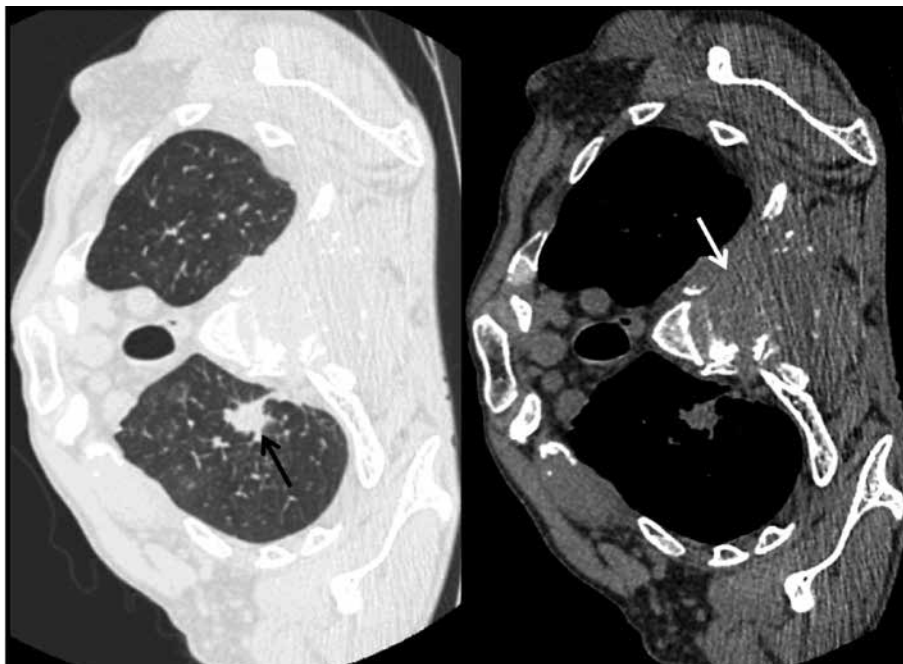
Данные спиральной КТ органов грудной клетки.
